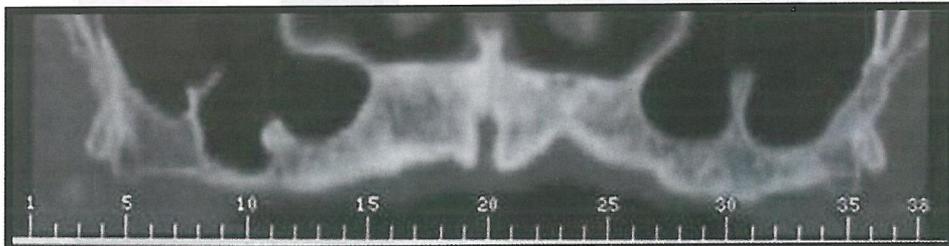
Tomografia computadorizada em reconstrução panorâmica de corte em maxila.
